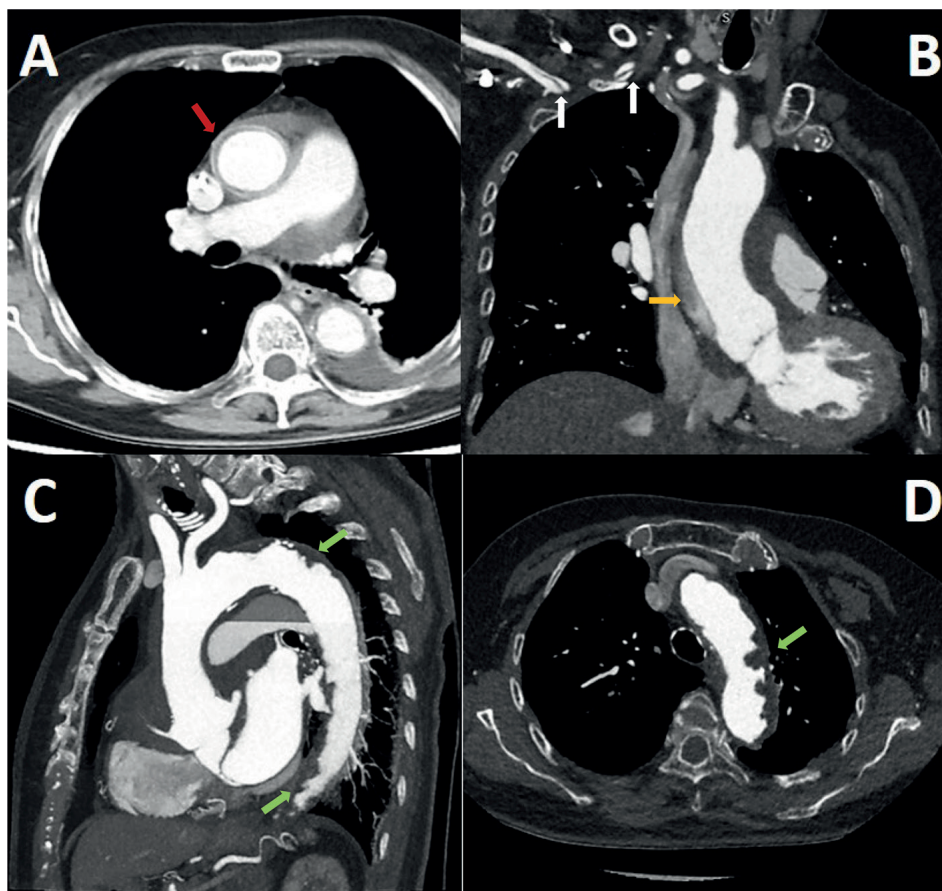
Angiotomografía. A, B. Se observa colgajo de disección en la unión sinotubular (flecha roja), con trayecto ascendente hasta el arco aórtico proximal (flecha naranja) y extendiéndose por el tronco braquiocéfálico hasta el segmento proximal de la arteria subclavia derecha (flechas blancas). C, D. Placas complicadas en el arco aórtico y la aorta descendente (flechas verdes). Se observa ateromatosis difusa en el arco aórtico con imagen sugestiva de trombo intraluminal.
